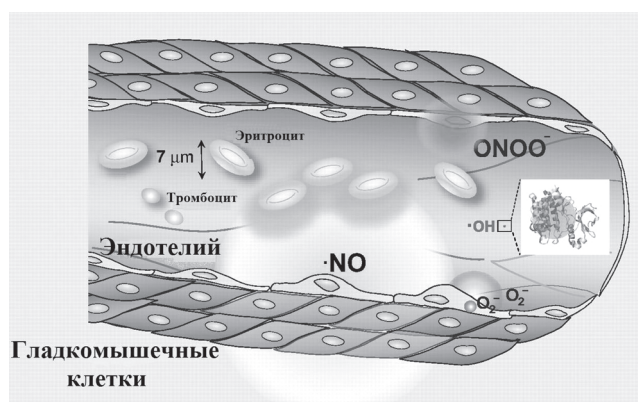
Диффузия в клетке пероксинитрита, гидроксильного и супероксидного радикалов в течение их периодов полужизни (Pacher P., et al., 2007).
